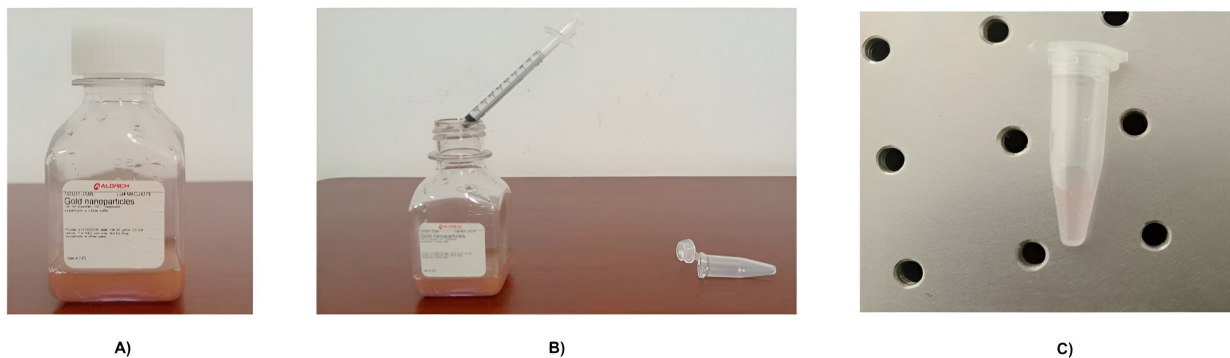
A) Nanopartículas de oro (Au-Nps) sin agitar, B) Extracción de nanopartículas de oro empleando una jeringa, C) Nanopartículas de oro después de agitarlas usando una tina ultrasonido, donde se observa su cambio de color.
